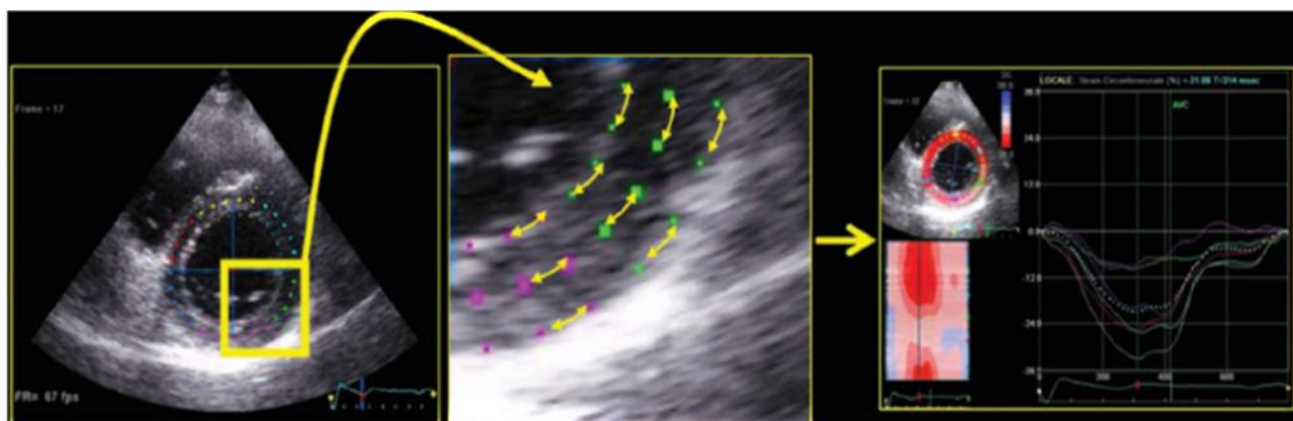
Спекл-трекинг эхокардиографический анализ циркулярной деформации.
